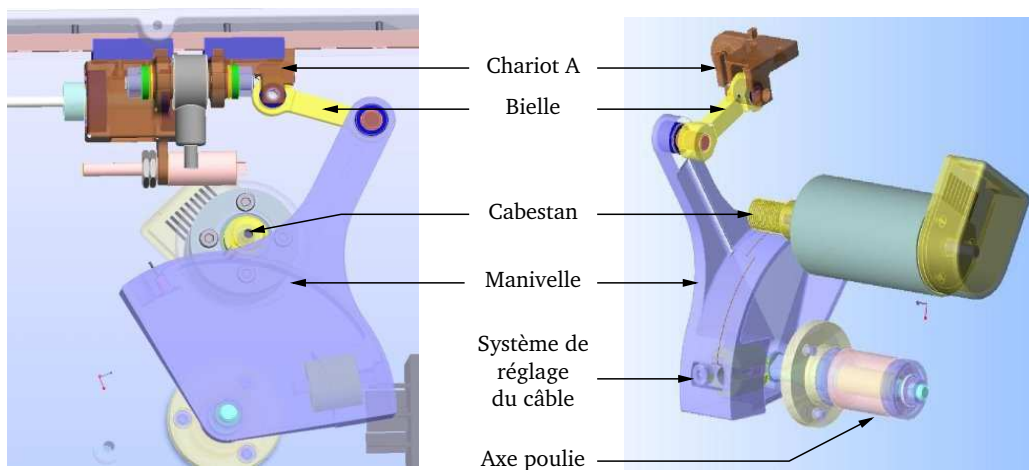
Modèle CAO du réducteur de l'interface CT-Master.
